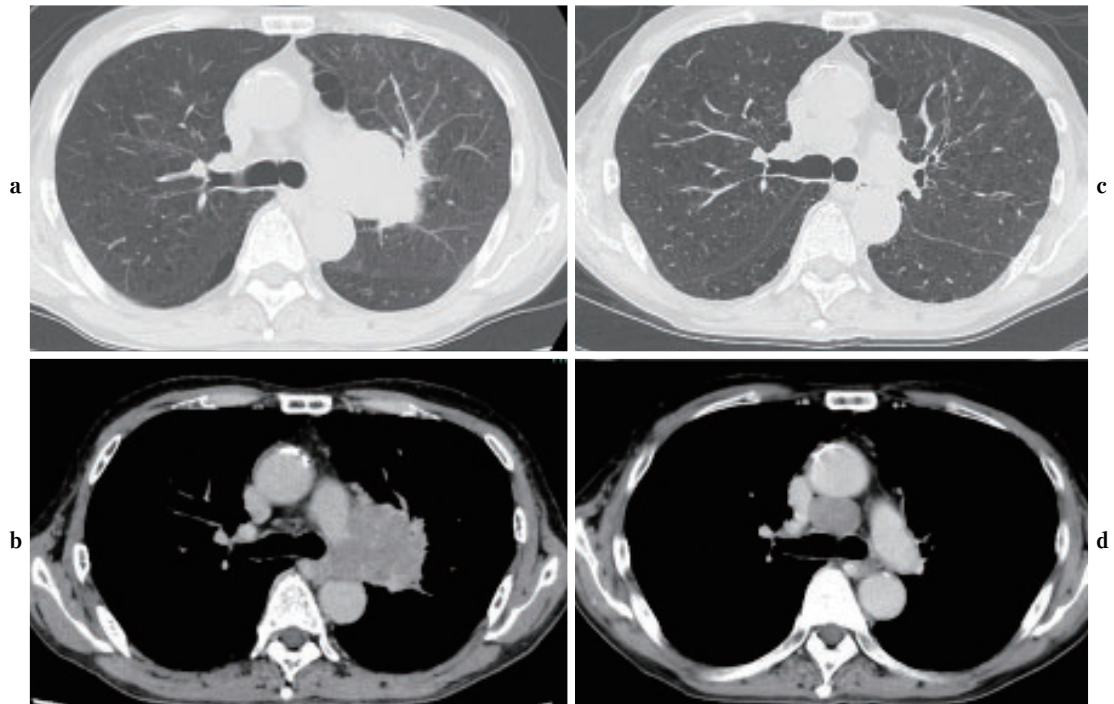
Chest computed tomography (CT) before first line treatment showed left hilar mass (a, b). The initial mass shrunk after the treatment, however, new enlargement of mediastinal lymph node was shown (c, d).
